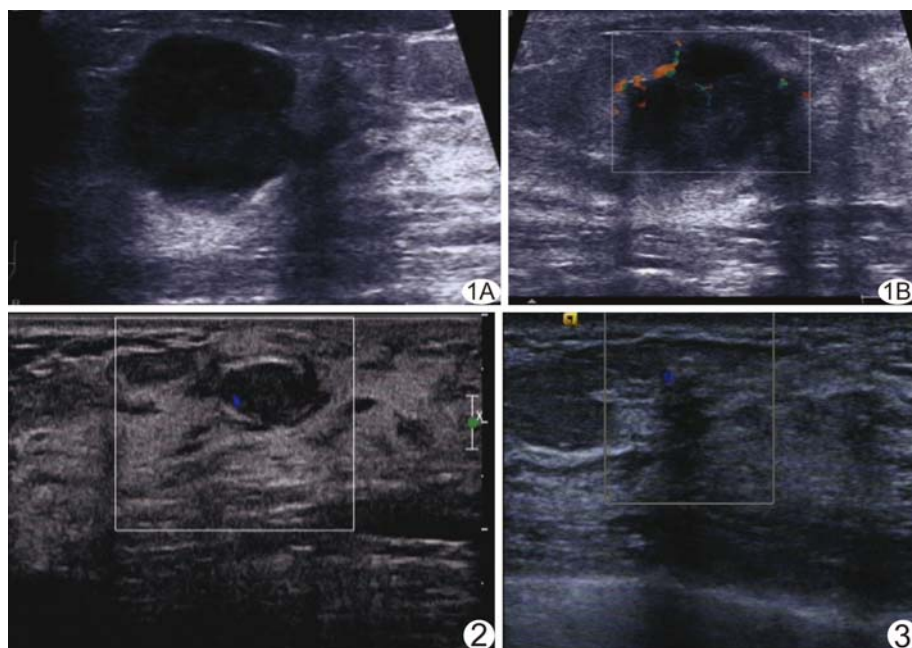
患者女,57岁,三阴性乳腺癌 A. 超声示肿块不规则,呈不均匀低回声,内见部分无回声区,边缘见毛刺,边界清晰; B. CDFI可见条状血流伸入 图2 患者女,45岁,纤维腺瘤 CD-FI示肿块不规则,低回声,边界清晰,边缘不光整,可见点条状血流信号 图3 患者女,52岁,腺病 CDFI示肿块不规则,低回声,边界不清晰,边缘不光整,可见点条状血流信号
